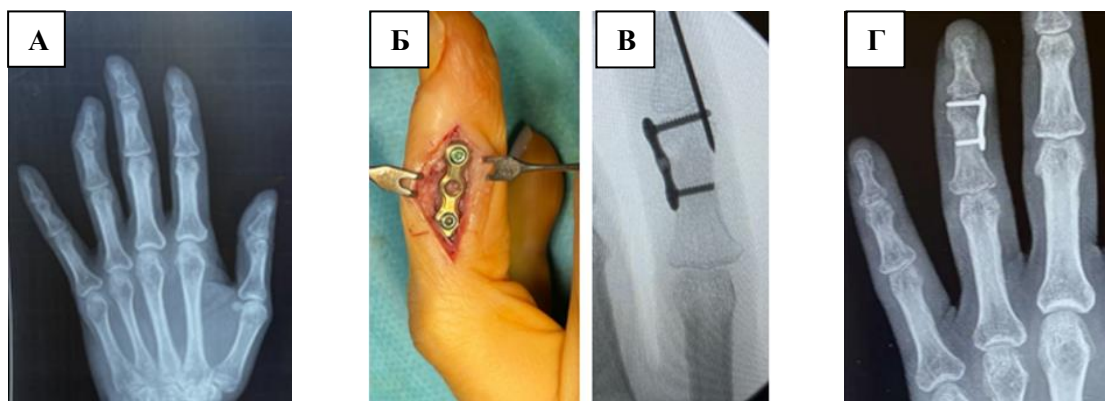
Внутрисуставной перелом мыщелка средней фаланги IV пальца левой кисти: А – рентгенограммы до операции, Б – интраоперационный вид после остеосинтеза пластиной, В – интраоперационный рентгенологический контроль, Г – рентгенограммы через 4 недели с момента операции
